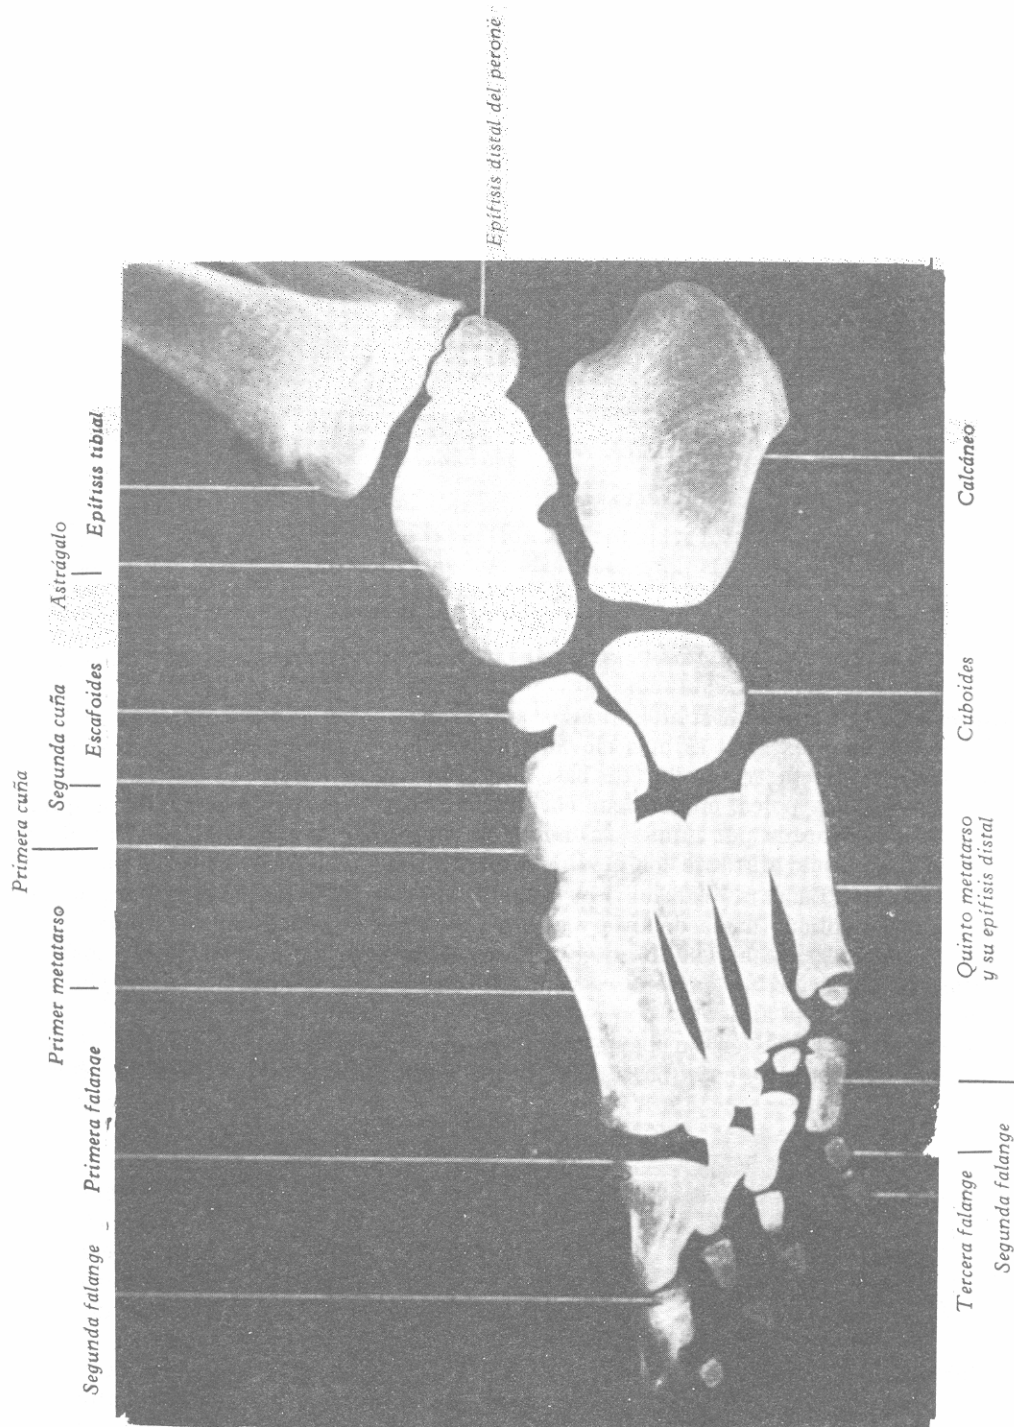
RADIOGRAFÍA LATERAL DEL PIE EN NIÑO DE 5 AÑOS.
